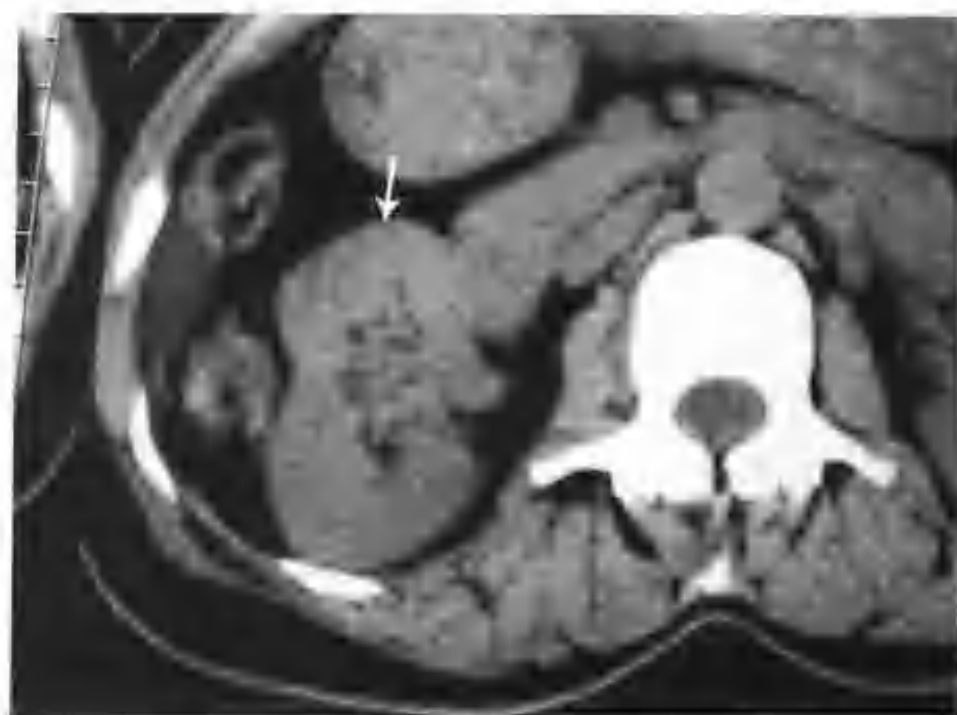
右肾错构瘤（CT平扫右肾见一个4.0cm×4.5cm的混杂密度肿物（箭头），内见多个小斑片状极低密度区，边界清楚）
